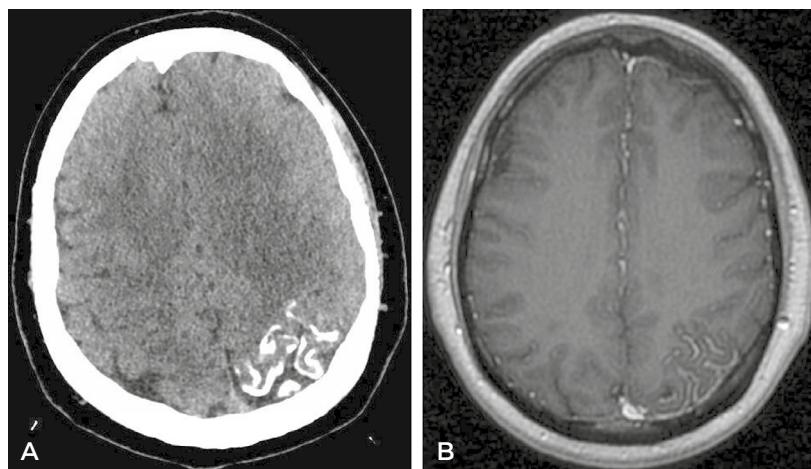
TC de cráneo sin contraste y RM T1 con contraste: calcificaciones corticales giriformes parietales izquierdas y captación de contraste, sugestivo de angiomas leptomeningea a dicho nivel.
